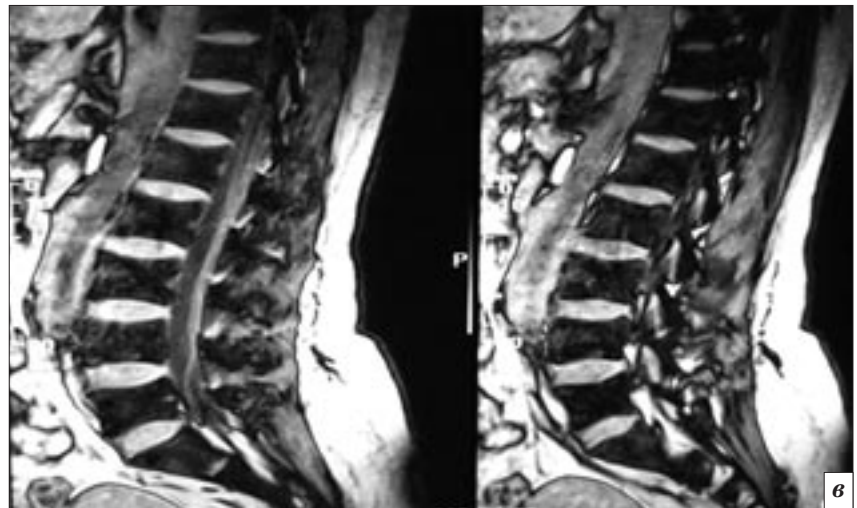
МРТ, коронарный срез Т1-ВИ (а); STIR-режим (б); МРТ, STIR-режим (в); сагиттальный срез Т1-ВИ, аксиальные срезы на уровне L2-L4 (г).
